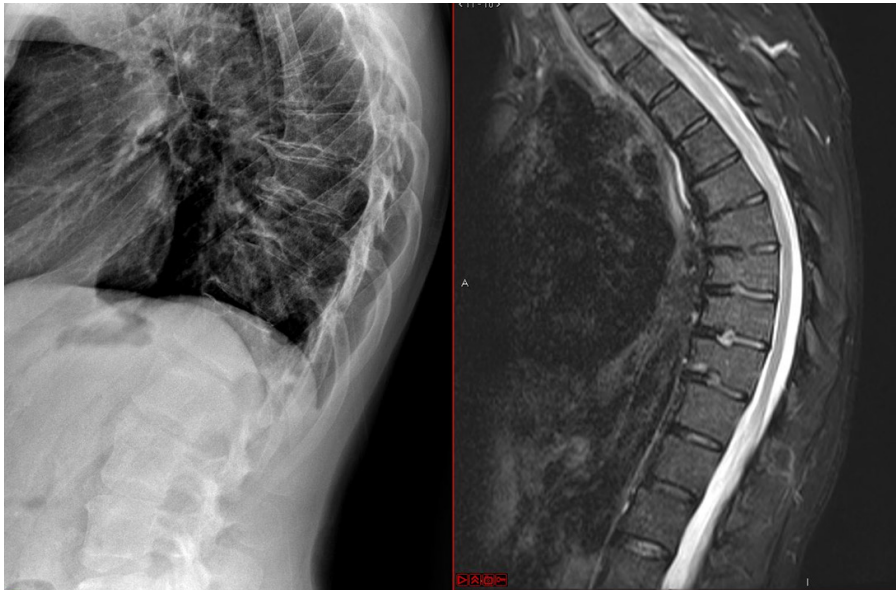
Imágenes de RX y RM potenciada en T1 sagital. Presencia de incurvaciones de los platillos vertebrales en relación con hernias de Schmörl.
